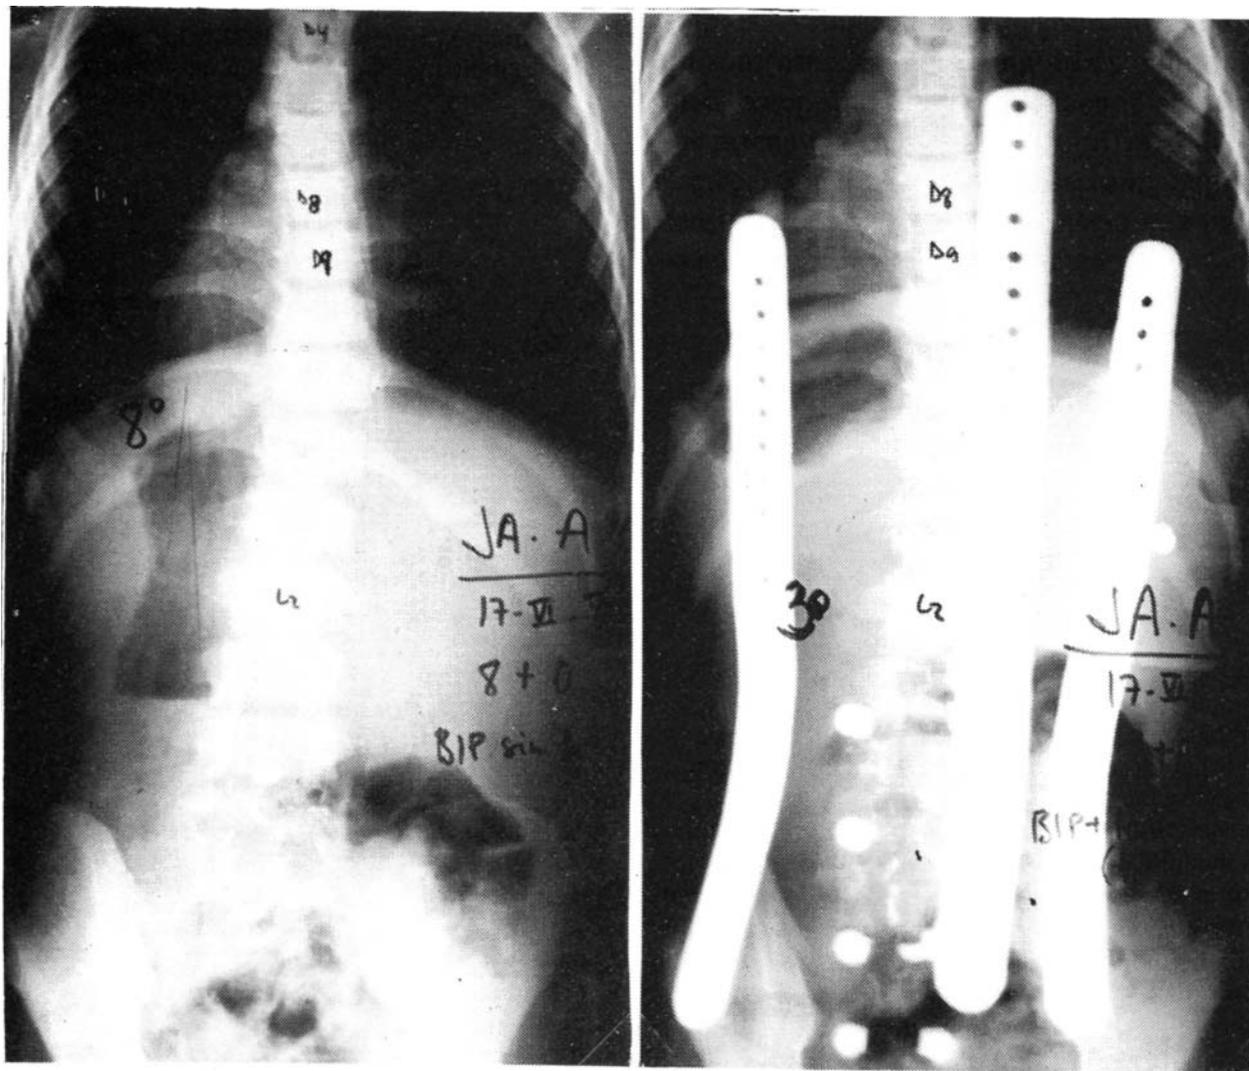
Radiografía del raquis dorsolumbar, en bipedestación, mostrando las características de la escoliosis y su control con corsé de Milwaukee.
